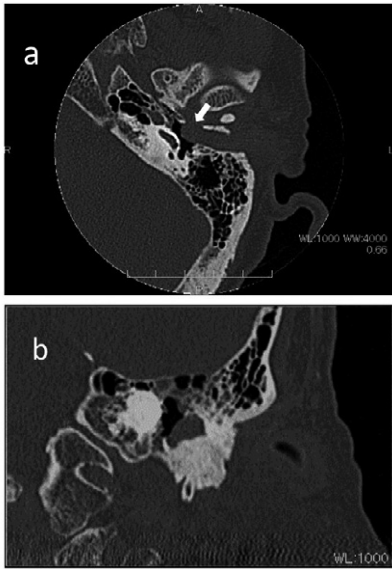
側頭骨CT(a: 水平断, b: 冠状断)。左外耳道に充満する軟部濃度の腫瘍と左外耳道前壁の骨破壊(aの白矢印)を認めた。
